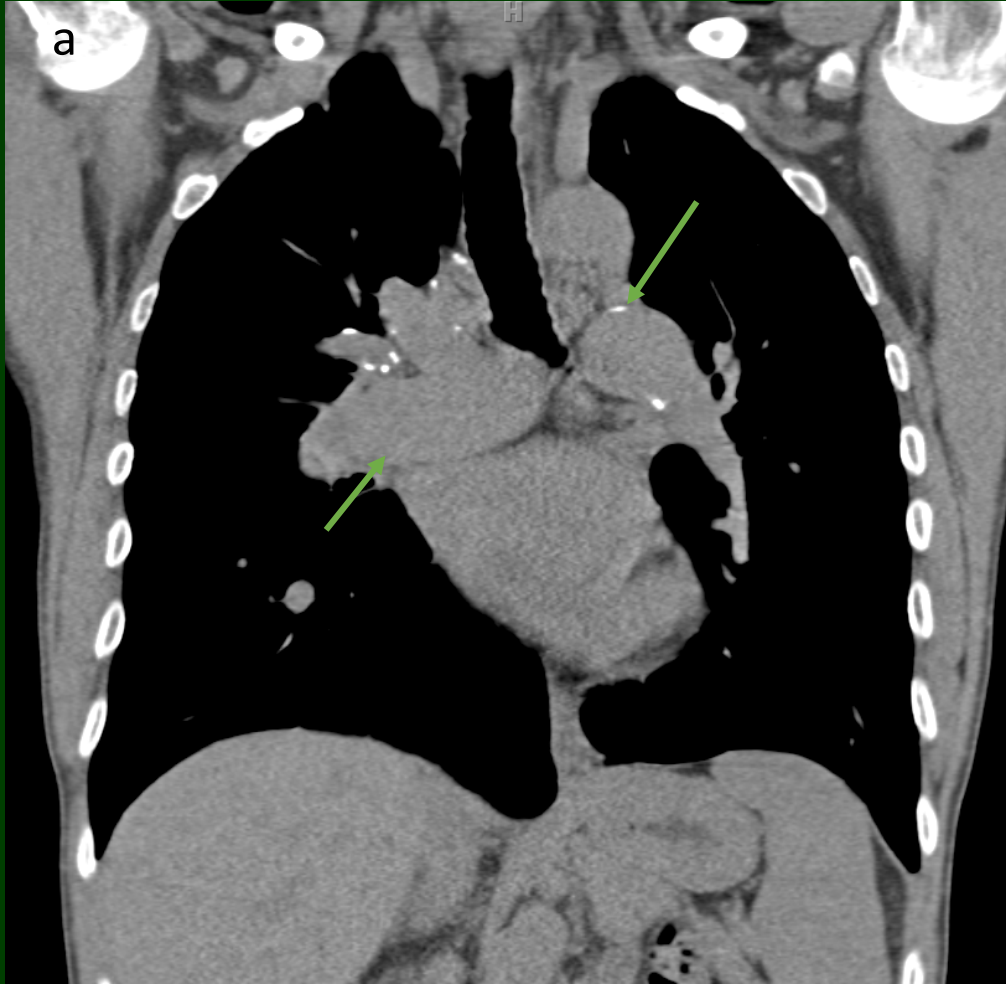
Tomografía computada (TC) de tórax sin contraste con reconstrucciones multiplanares coronal (a) y sagital (b) muestran severa dilatación de las arterias pulmonares centrales con áreas de calcificación periférica (flechas).
